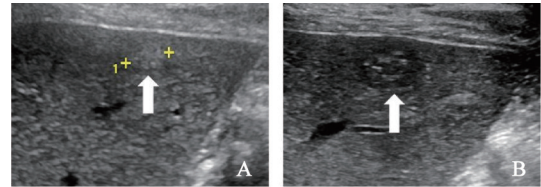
结肠癌术后CECT示肝S6包膜下转移瘤超声表现
